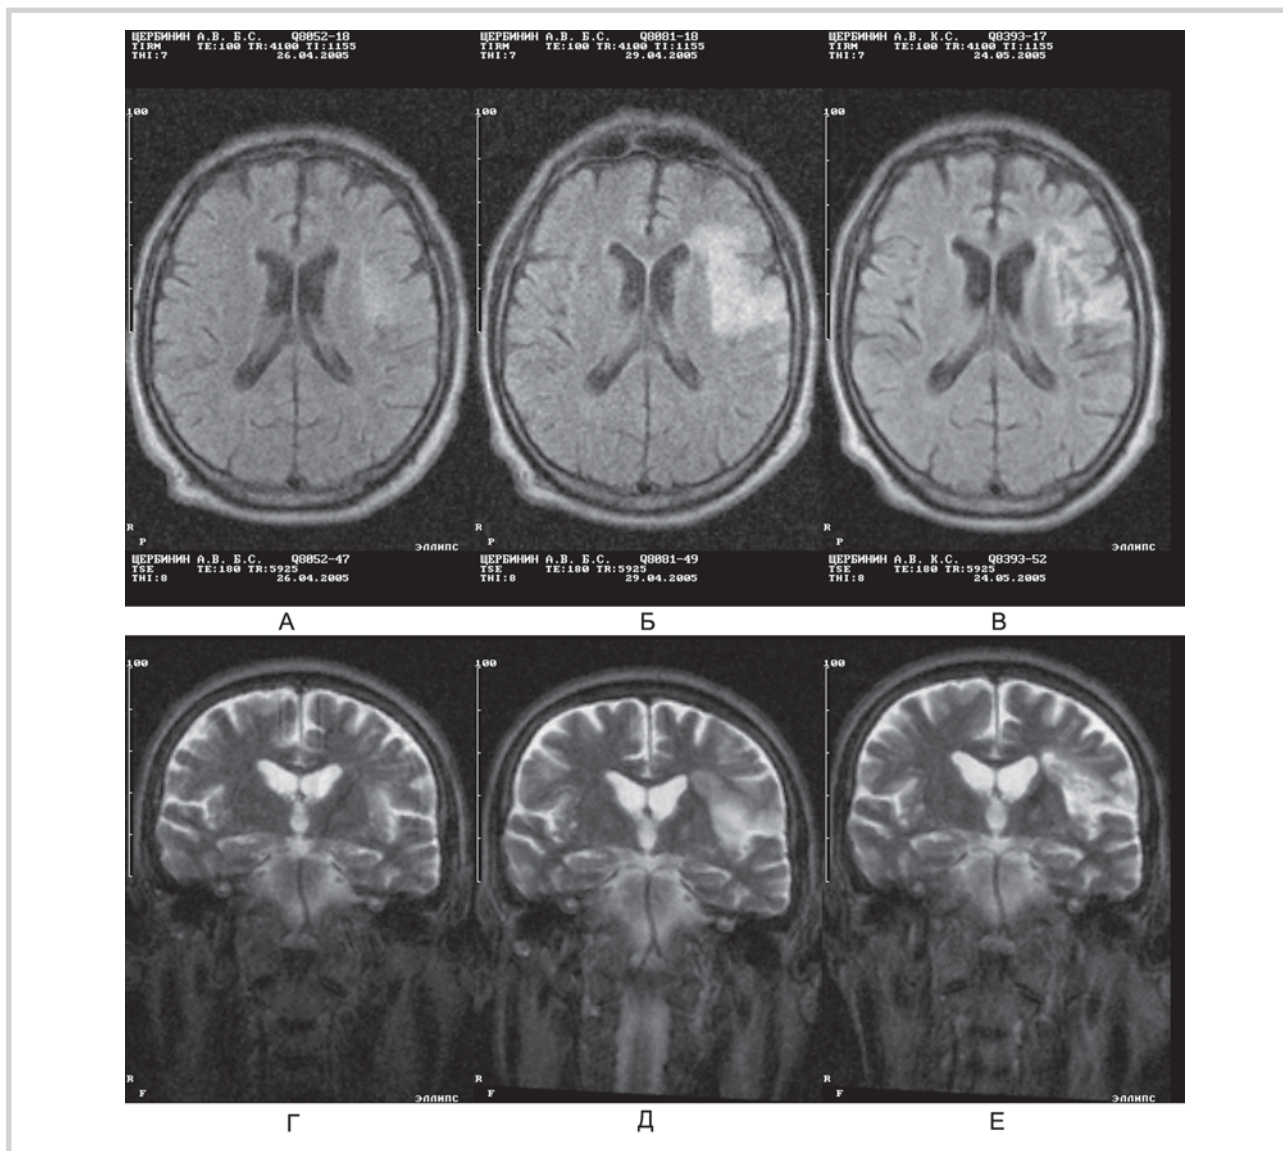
Динамика изменения МРТ (T2-взвешенные изображения) у пациента из группы контроля.
